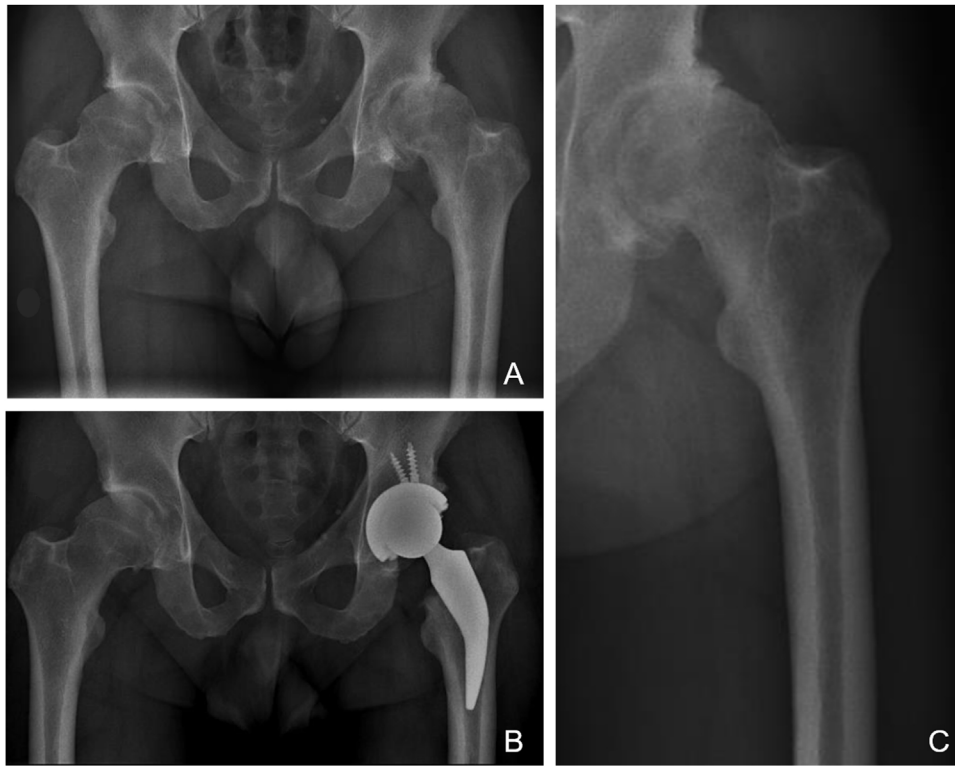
Radiografías de un paciente masculino de 38 años con diagnóstico de artrosis avanzada de su cadera izquierda y fue sometido a RTC. A) Radiografía AP preoperatoria donde se observa una falta de cobertura de ambas caderas, con desgaste severo de su cadera izquierda y corticales femorales gruesas que podrían corresponder a la clasificación «A» de Dorr. B) Radiografía AP postoperatoria inmediata donde se puede observar un RTC izquierdo con restauración de la biomecánica de su cadera, nótese que el vástago corto no invade el canal femoral a nivel diafisaria, evitando conflictos de incompetencia fémur-implante. C) Radiografía focalizada del fémur izquierdo preoperatorio donde se observa con más detalle el potencial conflicto para colocar un vástago estándar no cementado en un fémur Dorr A.
